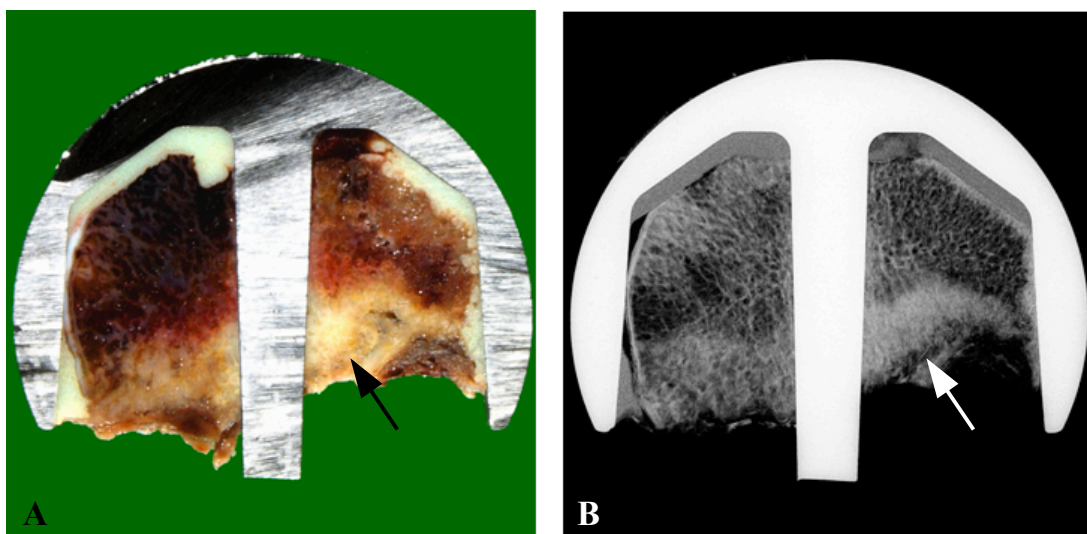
(A-B) Darstellung von Sklerosierungen. Das Makrofoto zeigt beispielhaft Sklerosierungen (A, Pfeil), welche sich noch besser in der Kontaktradiografie zeigen lassen (B, Pfeil).
